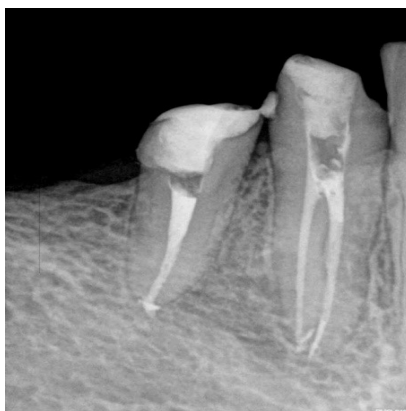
Контрольный рентген-снимок через 12 месяцев после постоянного пломбирования
